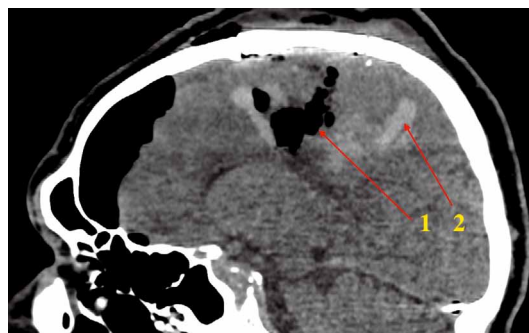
Интраоперационный КТ-контроль после удаления узла АВМ и внутримозговой гематомы. 1 – полость после удаления АВМ, внутримозговой гематомы; 2 – остаточная кровь в мозговом веществе.
